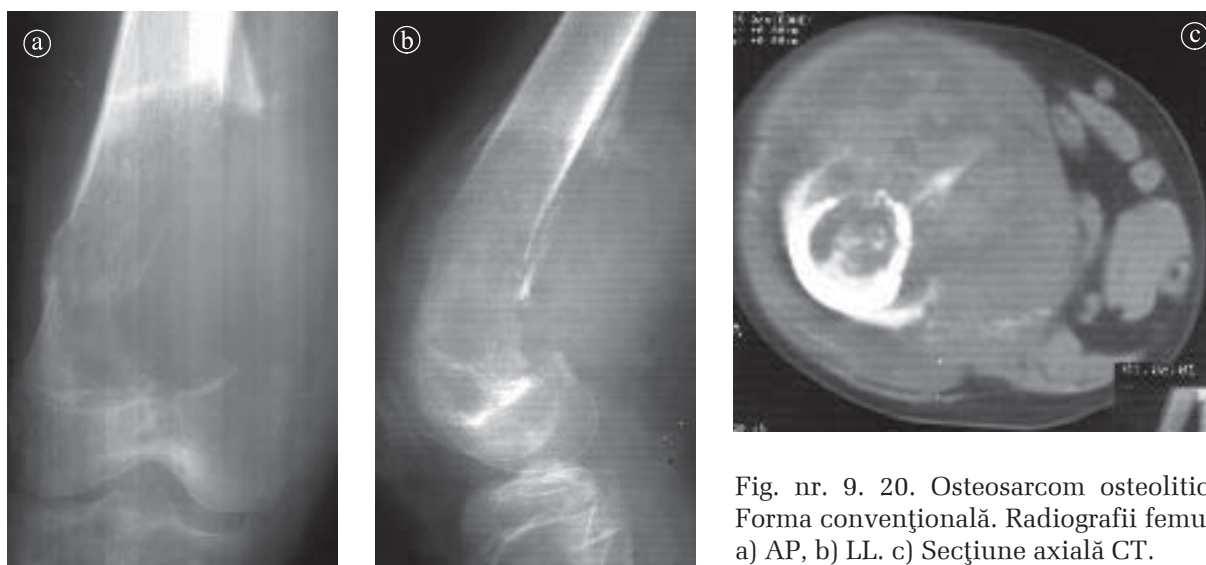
20. Osteosarcom osteolitic. Forma convențională. Radiografii femur a) AP, b) LL. c) Secțiune axială CT.
